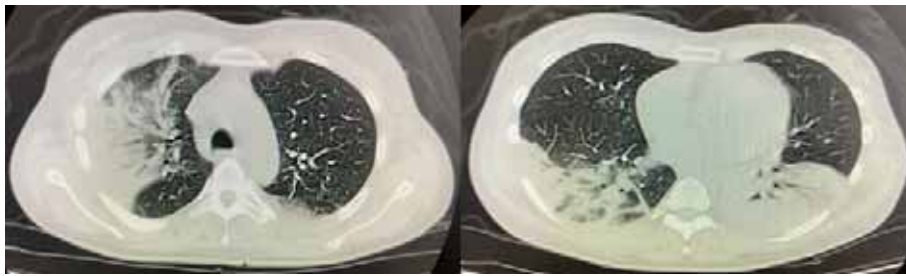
Компьютерная томограмма органов грудной клетки пациентки Б. 48 лет (описание в тексте)
